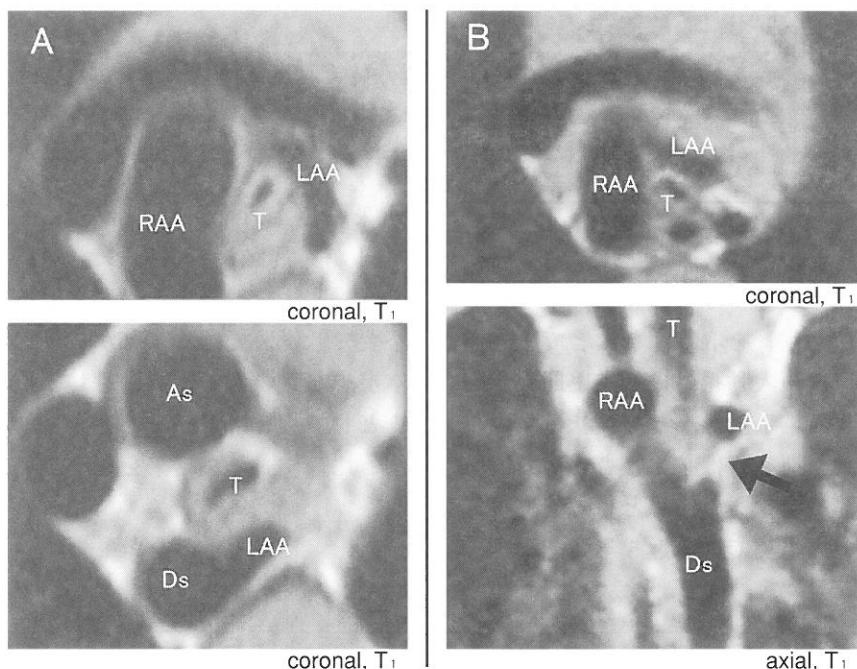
症例1(A)および症例3(B)の術前MRI検査
